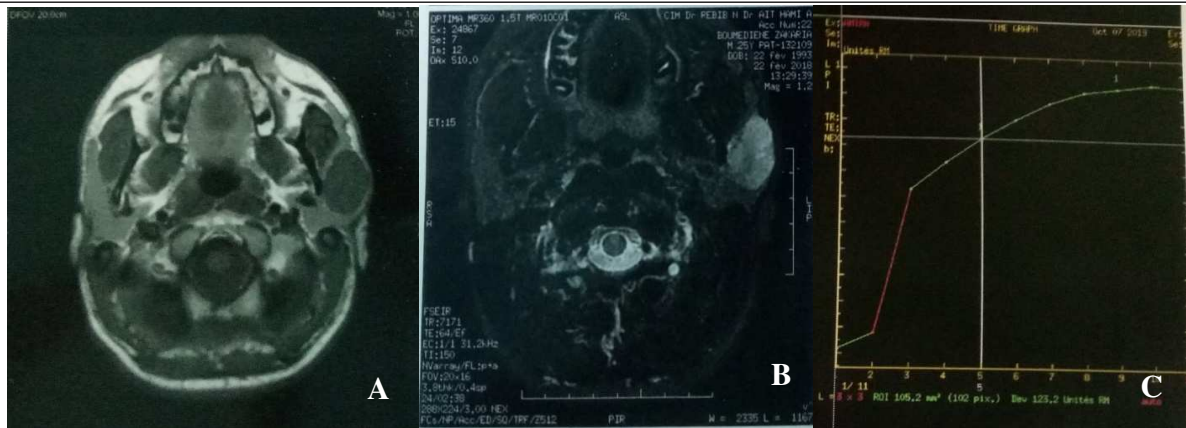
IRM d'un adénome pléomorphe de la glande parotide gauche (homme de 25 ans).
